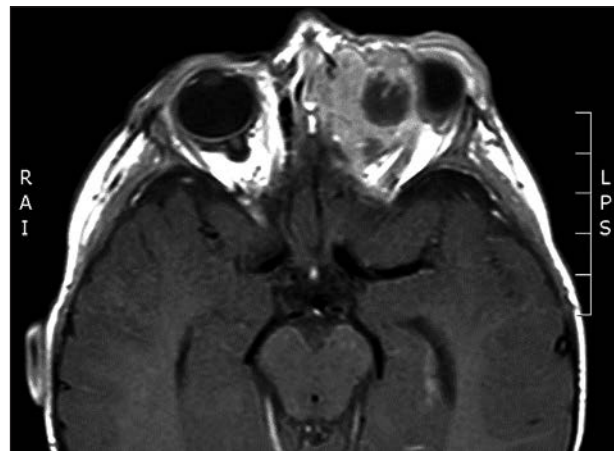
RM de SNC corte axial, se observa tumoración sólido-quística orbitaria izquierda.
